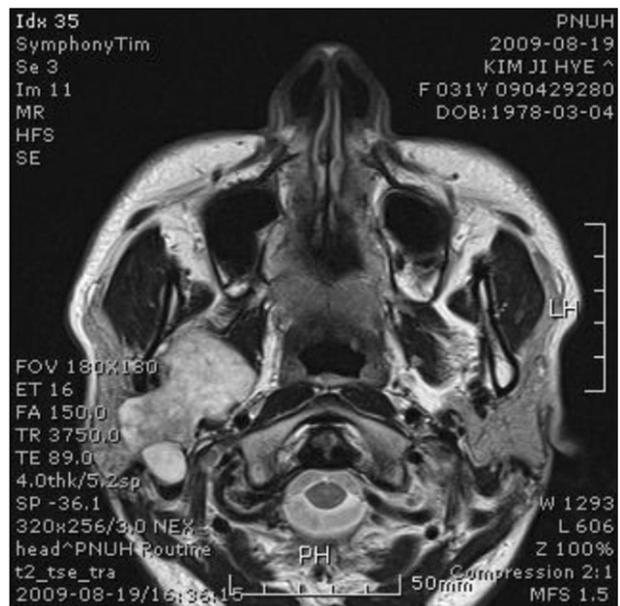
Preoperative MRI showing lobulated tumor located in the deep lobe of the right parotid gland.
